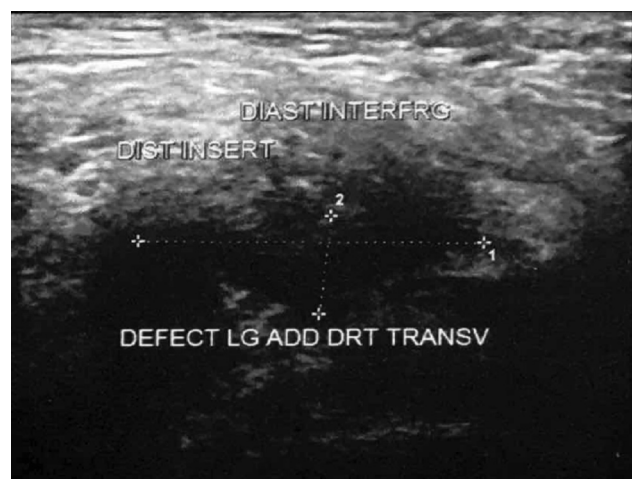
Échographie montrant la déchirure du tendon du long adducteur (diastasis inter-fragmentaire).
